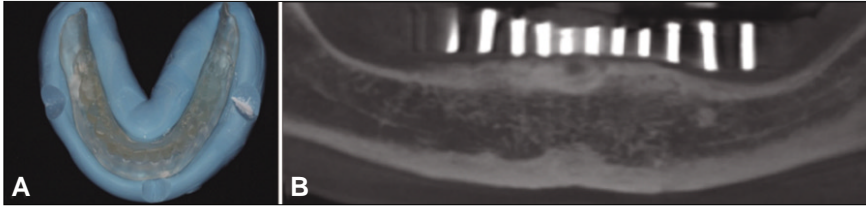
Conebeam CT taking with CT stent (A) Temporary denture duplication for CT stent, (B) Conebeam CT image.
